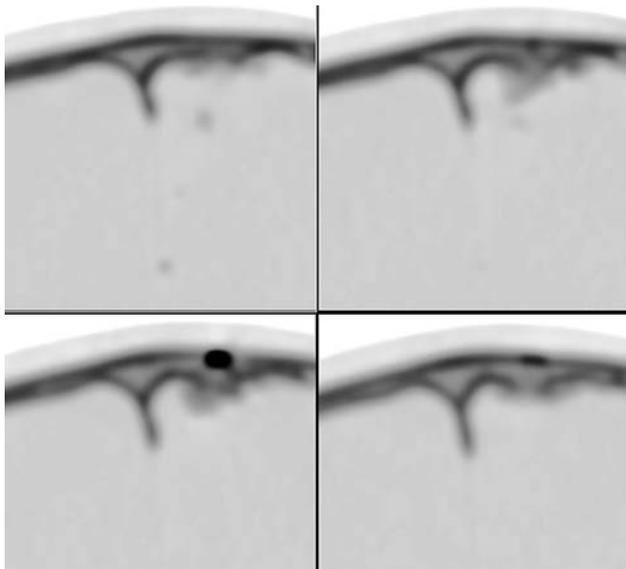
МСКТ через 3 года после ранения. Изображение view inverse в режиме костного окна, серия аксиальных срезов. Расположение околокостной «оболочки» пули не изменилось. В области проникновения пули вдавленные осколки организовались в костную мозоль
